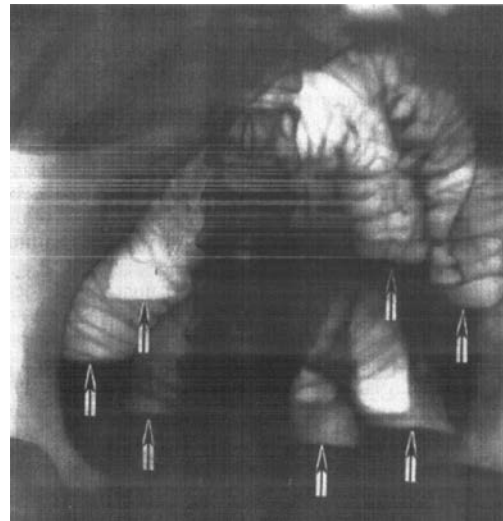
Обзорная рентгенография брюшной полости, множественные чаши Клойбера, кишечные арки.
